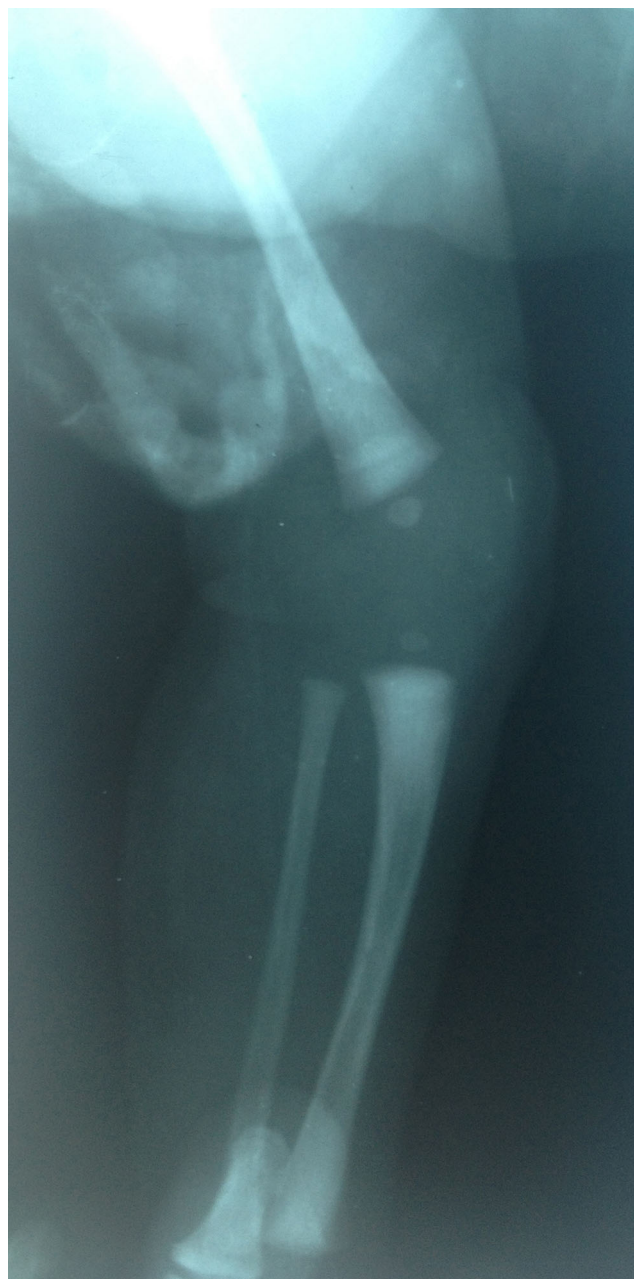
Radiographie profil du genou du second nouveau-né montrant le genu recurvatum congénital de stade A selon la classification de Leveuf et Pais
